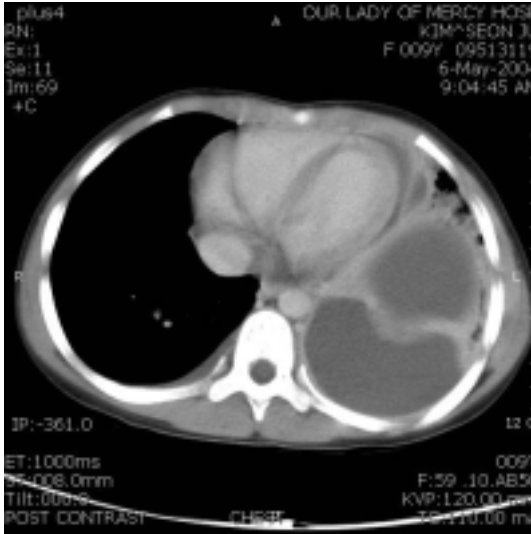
Large amount of pleural effusion at the lower dependent portion of the left hemithorax has internal multiple septations and smooth, thick pleural thickening on chest CT.
